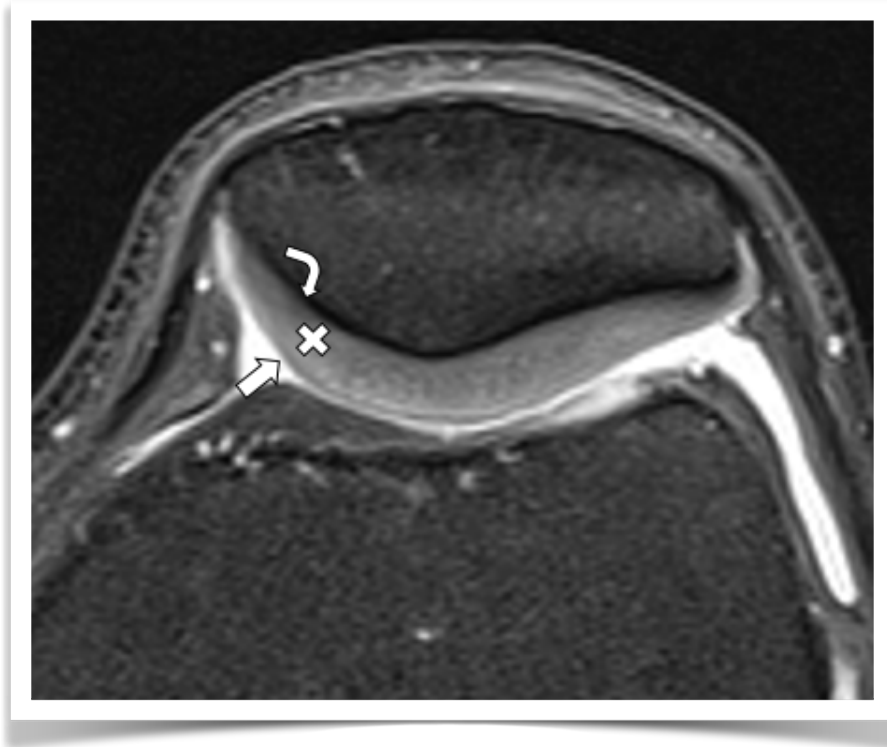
Cartílago patelar normal en RM. Secuencia axial DP con supresión grasa. Cartílago de grosor normal y estructura trilaminar: capa profunda de baja señal (flecha curva), intermedia de señal intermedia (x) y superficial de baja señal (flecha recta).
